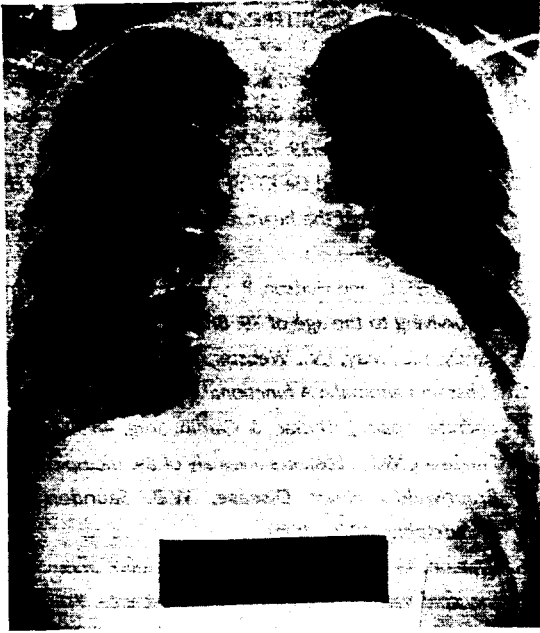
술후 정면 및 측면 흉부 단층촬영
